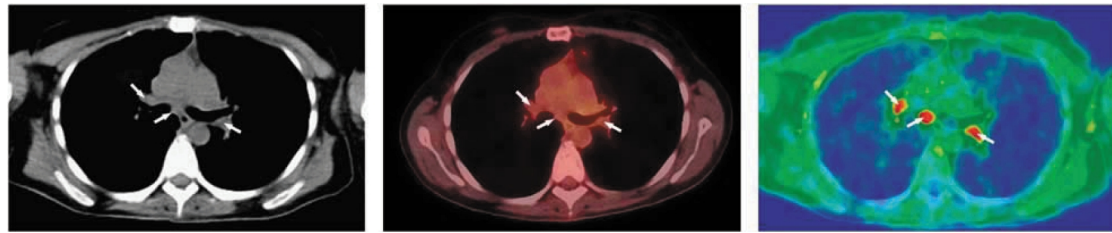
NSCLC 纵膈肺门淋巴结转移, CT 图像显示纵膈及肺门淋巴结略增大, 18F-FDG PET 图像显示无异常 18F-FDG 高摄取, 11C-erlotinib PET 图像显示纵膈及肺门 11C-erlotinib 高摄取^[45]
